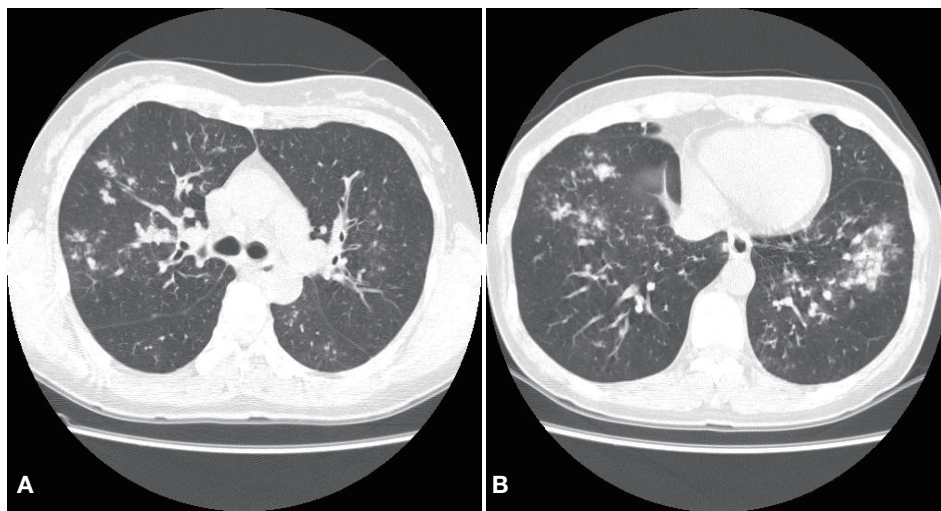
The initial chest CT showed multiple centrilobular opacities in both lungs, and diffuse bronchial thickening and narrowing of both bronchi.
